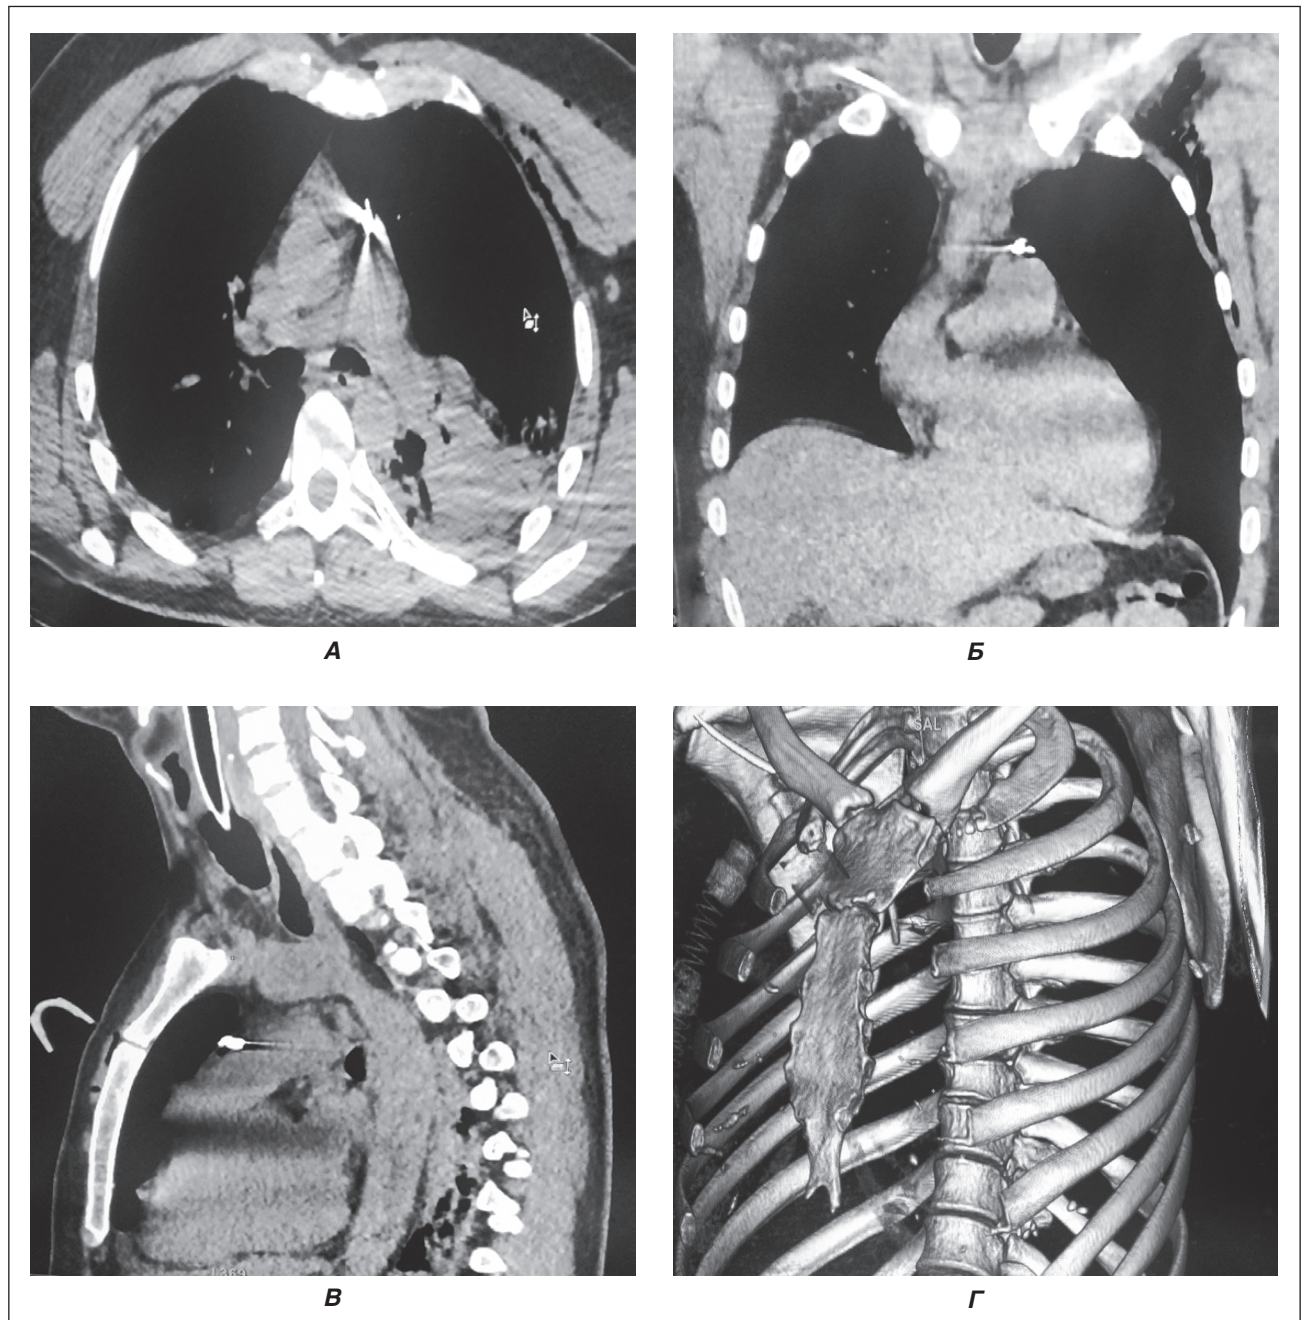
Дані МСКТ ОГК при надходженні пораненого: металевий осколок біля легеневої артерії, посттравматичний пухлинок по ходу ранового каналу: А — аксіальна площина; Б — коронарна проекція; В — сагітальна проекція; Г — 3D-модельовання
